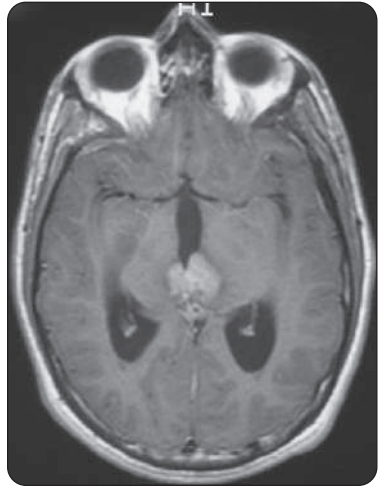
IRM pondérée en T1, en coupe axiale, d'un pinéolome avec élargissement ventriculaire secondaire
